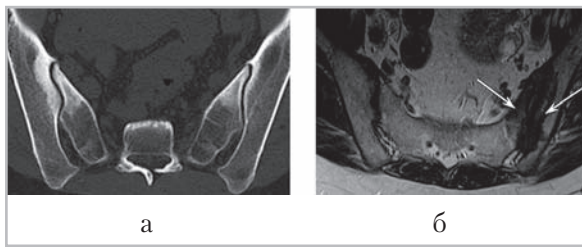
Конденсирующий иллиит: *a* — компьютерная томограмма КПС в аксиальной проекции. В субхондральных отделах тел обеих подвздошных костей и боковых масс крестца выявляются зоны склероза без узурации замыкательных пластинок костей и изменения ширины суставной щели; *б* — магнитно-резонансная томограмма КПС в полуаксиальной проекции, режим T2. В теле левой подвздошной кости и левой боковой массе крестца вблизи полости сустава отмечаются зоны с четкими контурами пониженной интенсивности (*стрелки*)
